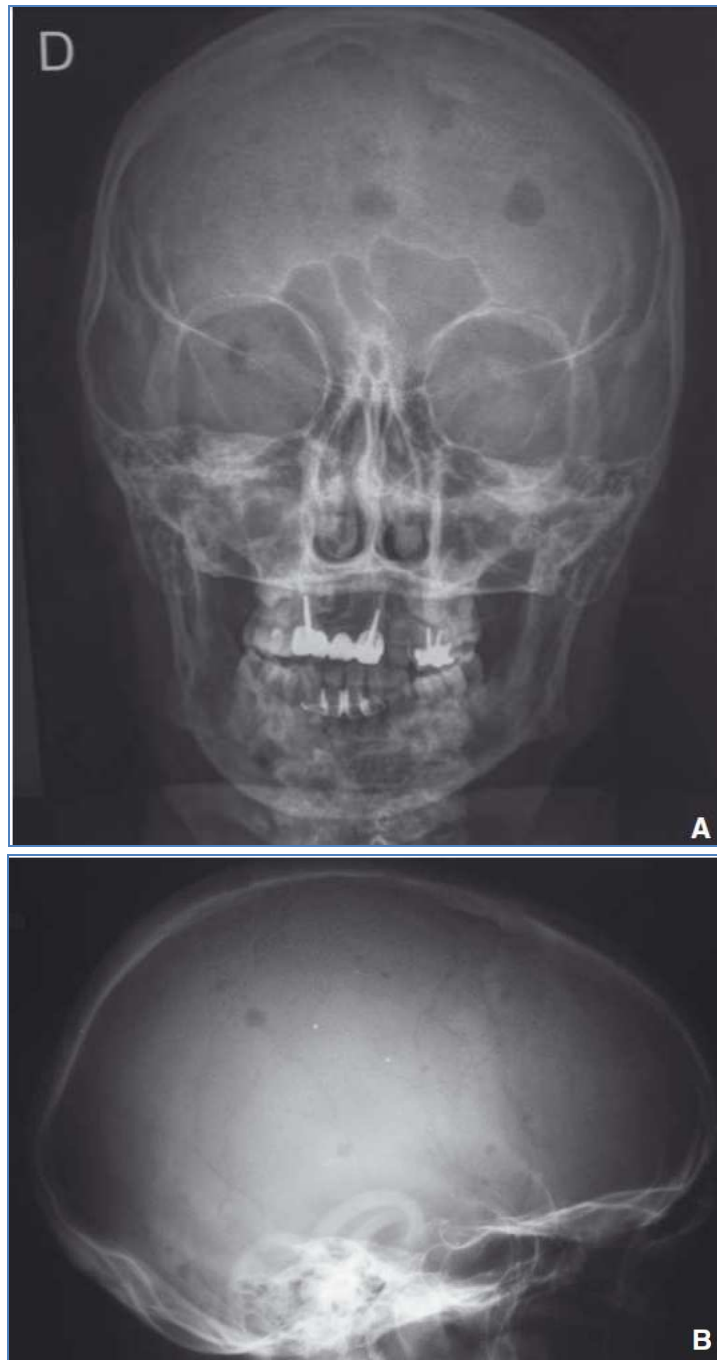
Radiographie de crâne de face (A) et de profil (B) : Multiples géodes à l'emporte-pièce sans liseré condensant en rapport avec des lésions myélomateuses multiples.
